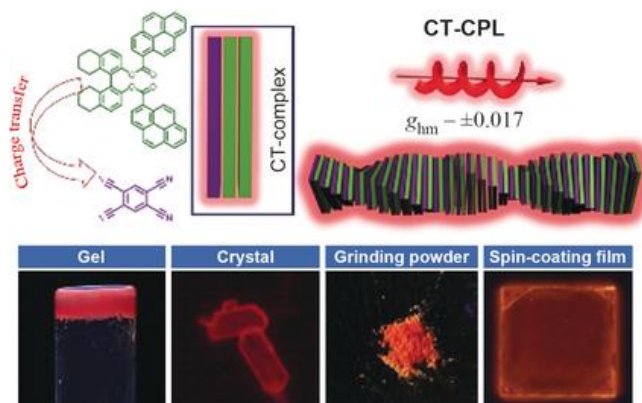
Chiral CT complex, which exhibits intense CPL, can be obtained by blending chiral *R/S*-Py with achiral acceptor TCNB, through various approaches.
